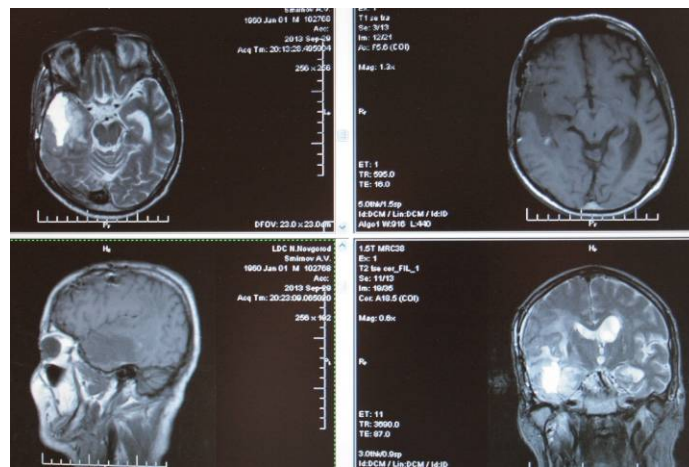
МРТ больного С. от 29.09.13 с контрастным усилением. Состояние после удаления опухоли височной доли справа. Накопление контраста не определяется
